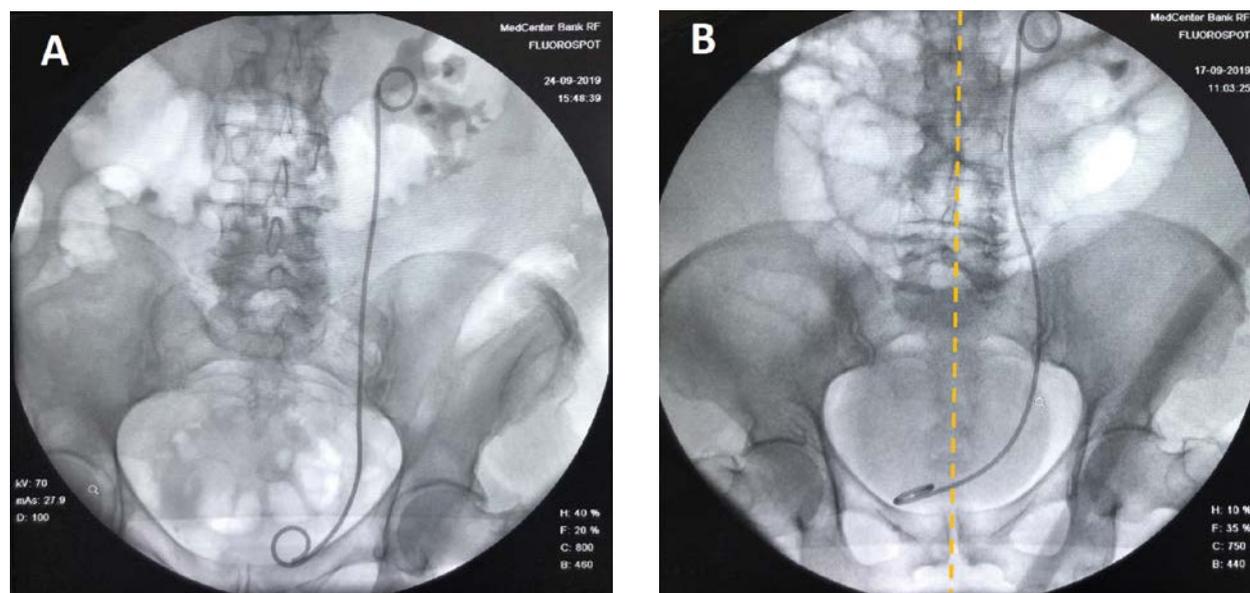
Рентгеноскопический контроль расположения мочеточникового стента:
